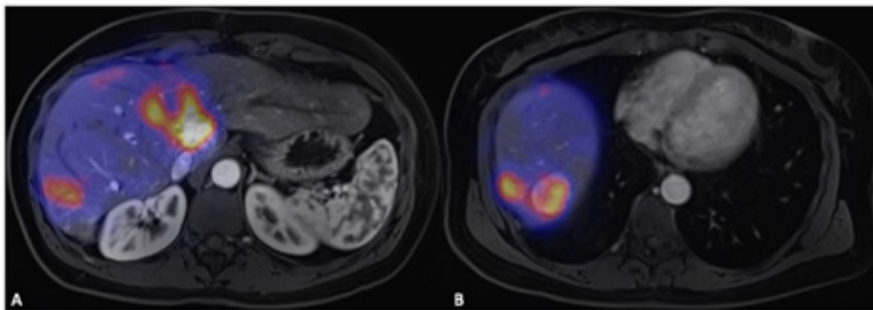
Fused transversal slice of liver MRI and PET after treatment with SIRT, showing an adequate targeting of resin microspheres on the liver metastases in segment I (image A) and in segment VII and VIII (image B).
